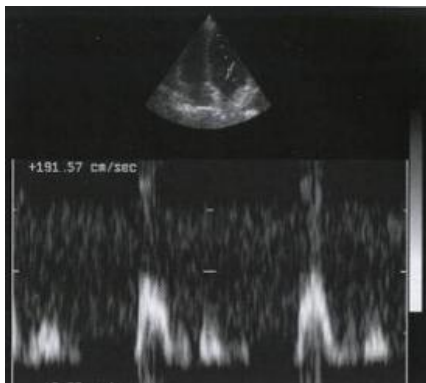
Картинка УЗИ в доплеровском режиме
